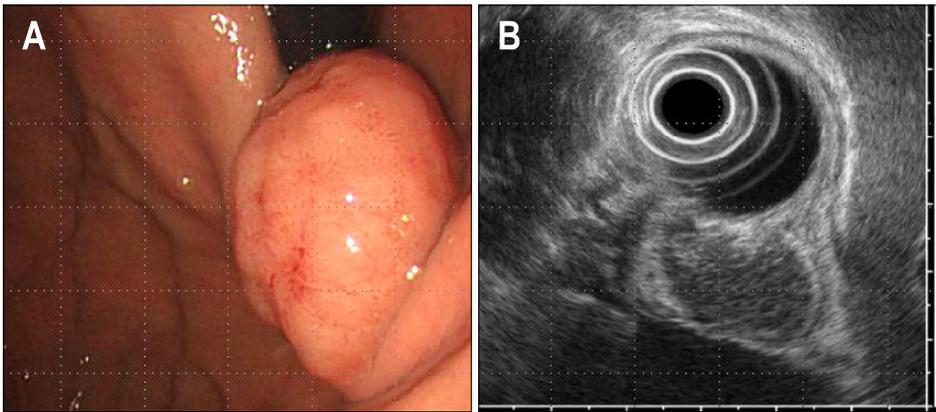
(A) Endoscopic finding. A bulging mass with intact overlying mucosa was seen on the cardia. Several tiny erosions were seen on its top. (B) Endoscopic ultrasonographic finding. An about 1.6 × 1.4 cm hypoechoic lesion with suspicious latticework structure was seen in the submucosal layer.
